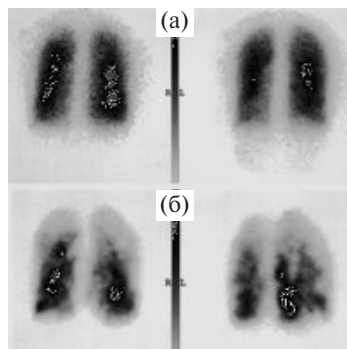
Вентиляционно-перфузионная скintiграфия в норме (а) и при наличии признаков сосудистой обструкции (б).
